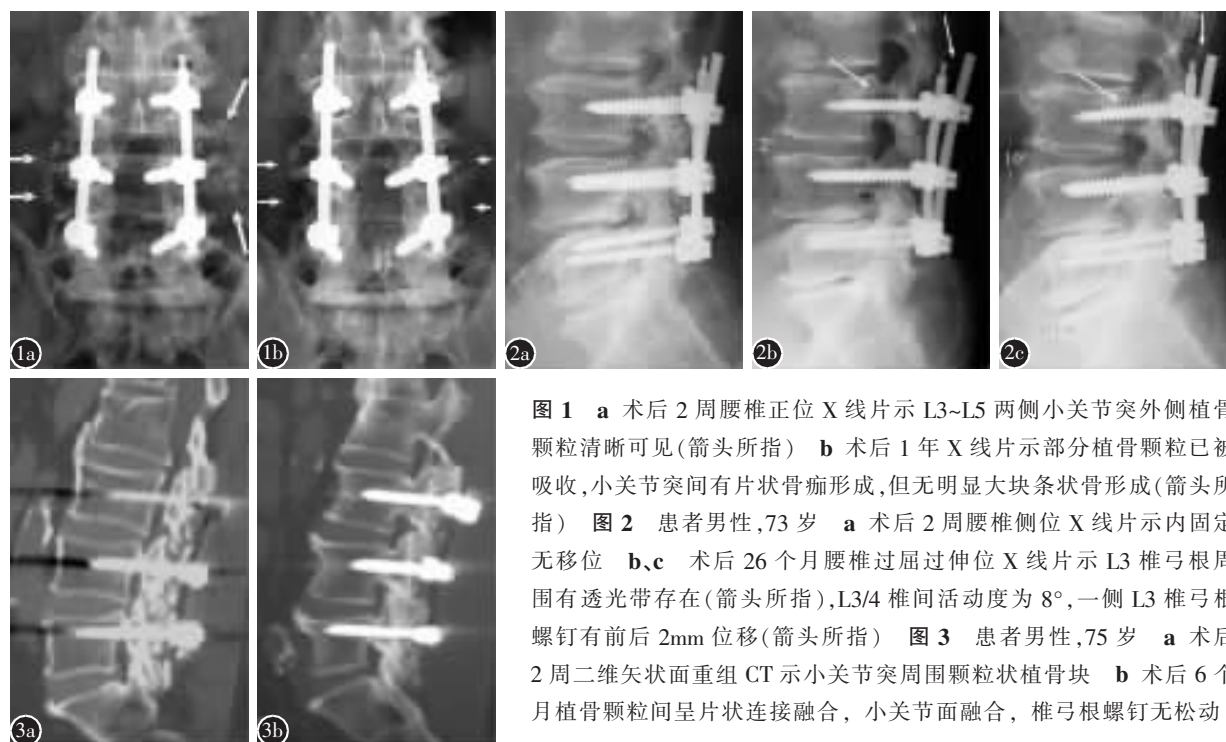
a 术后 2 周腰椎正位 X 线片示 L3~L5 两侧小关节突外侧植骨颗粒清晰可见(箭头所指) b 术后 1 年 X 线片示部分植骨颗粒已被吸收,小关节突间有片状骨痂形成,但无明显大块条状骨形成(箭头所指) 图 2 患者男性,73 岁 a 术后 2 周腰椎侧位 X 线片示内固定无移位 b、c 术后 26 个月腰椎过屈过伸位 X 线片示 L3 椎弓根周围有透光带存在(箭头所指),L3/4 椎间活动度为 8° ,一侧 L3 椎弓根螺钉有前后 2mm 位移(箭头所指) 图 3 患者男性,75 岁 a 术后 2 周二维矢状面重组 CT 示小关节突周围颗粒状植骨块 b 术后 6 个月植骨颗粒间呈片状连接融合,小关节面融合,椎弓根螺钉无松动
